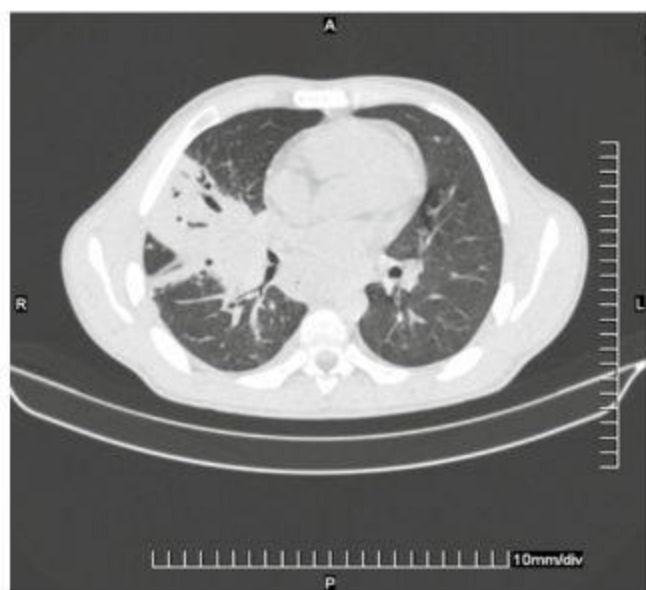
КТ-исследование 06.03.2012 г.
